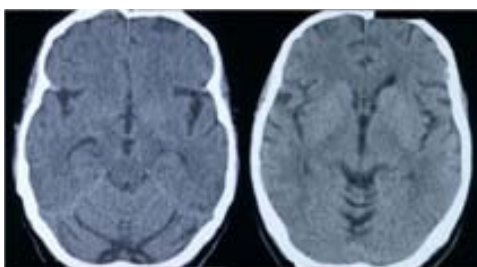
Imagen de TC craneal del sujeto índice mostrando la atrofia de cerebelo con un incremento de los surcos en los hemisferios (imagen izquierda) y el vermis (imagen derecha).
